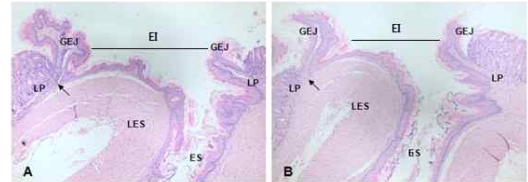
The mitigative effect of alcohol-induced damage of gastroesophageal junction by BT.
